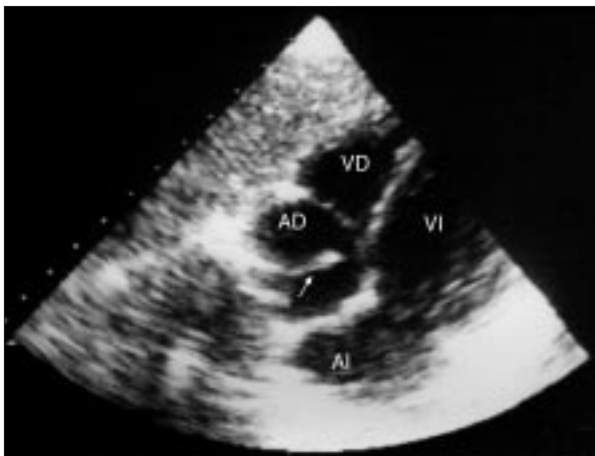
Ecocardiografía transtorácica, plano subcostal sagital de 4 cámaras. Se visualiza masa de 18 mm (flecha) anclada en el techo de la aurícula derecha. AD: aurícula derecha; VD: ventrículo derecho; AI: aurícula izquierda; VI: ventrículo izquierdo.
